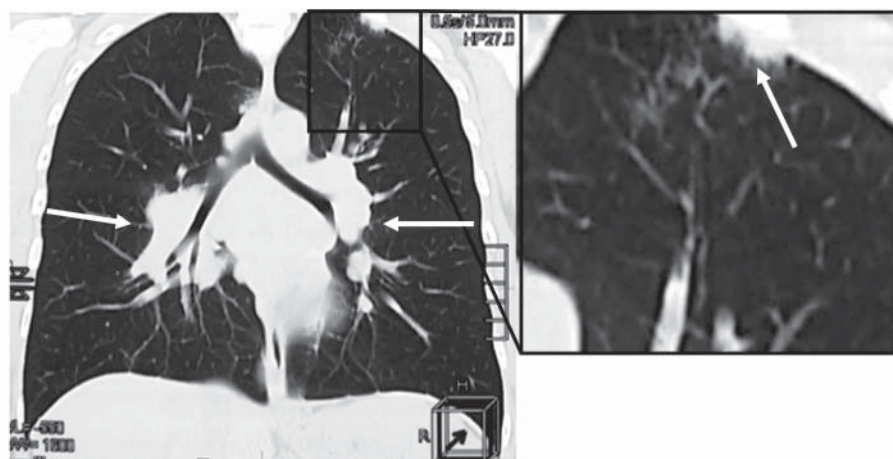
Imagine de la HRCT, secțiune frontală. Focare micronodulare cu tendință spre confluere în S1 pe stânga subpleural, circumscrise de o zonă de “sticlă mată”. Limfadenopatie hilară și peribronhovasculară bilateral.
